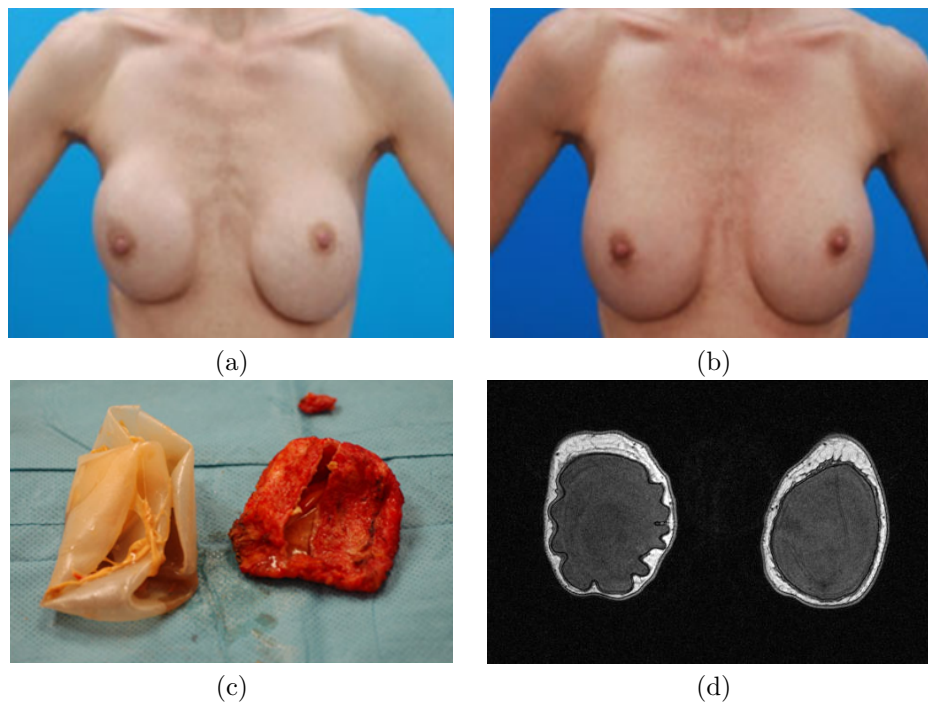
Contractura capsular adversa en la mama izquierda de una paciente (a) antes y (b) después de corregirse quirúrgicamente. (c) Envoltura del implante y cápsula fibrosa calcificada retirada de una paciente. (d) Tomografía RM axial de una contractura capsular.
